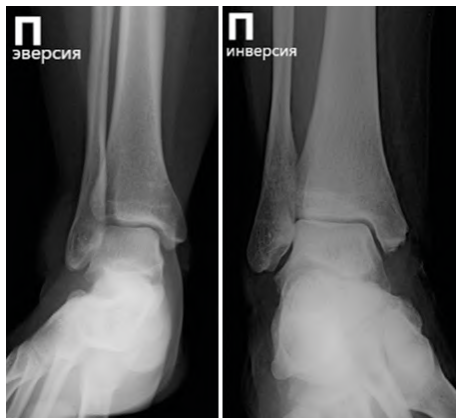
Рентгенограмма правого голеностопного сустава. Задняя проекция с силовым сгибанием
